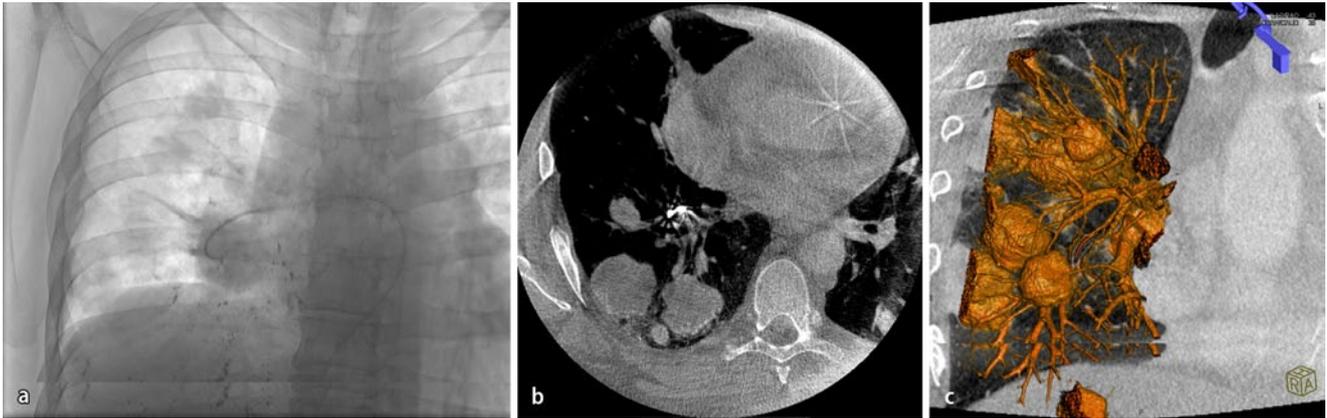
▲ Falbericht 4, a transvenös pulmonal-arterielle Chemoembolisation mit Dokumentation eines Pigtail-Katheters in der inferioren Pulmonalarterie, b dynamische CT-Kontrolle während der Intervention mit Dokumentation einer Mehrperfusion in den rechten Unterlappen, c 3-D-Evaluation in frontaler Schichtführung mit Dokumentation der Lagebeziehung der hypervaskularisierten, chemoembolisierten Herde intrapulmonal, weitere Erläuterungen s. Text
